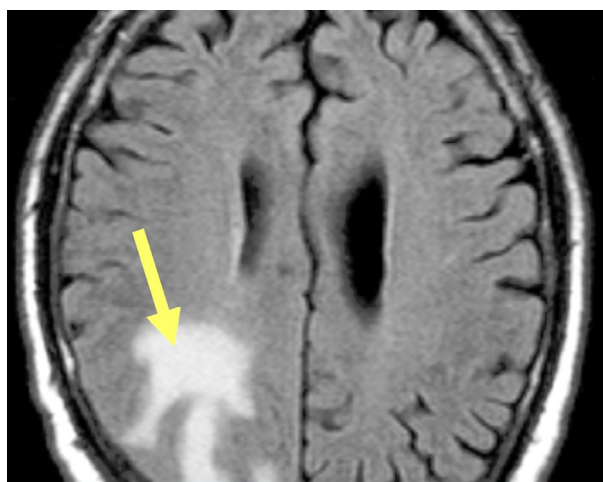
МРТ головного мозга с контрастированием (клариксан). Контраст-позитивная метастатическая опухоль правой затылочной доли (желтая стрелка).
